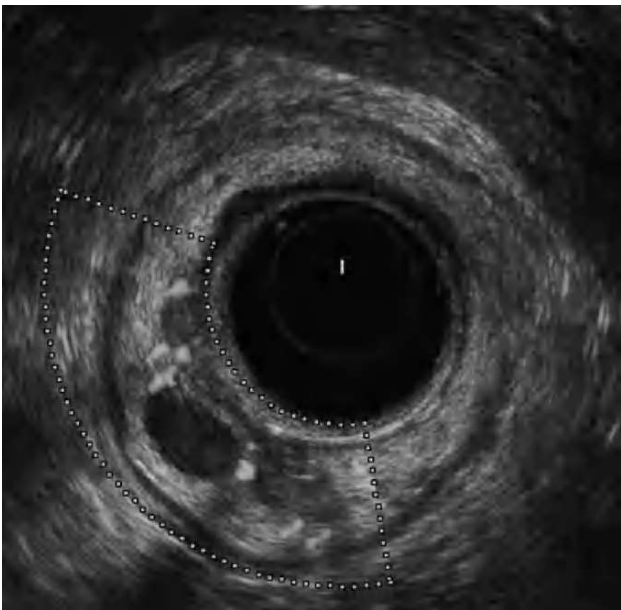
Ultrasonografía rectal. Lesión hipocogénica con refuerzo posterior, localizada a 8 cm del margen anal en la pared posterolateral rectal de la submucosa, que no infiltra la pared muscular.
